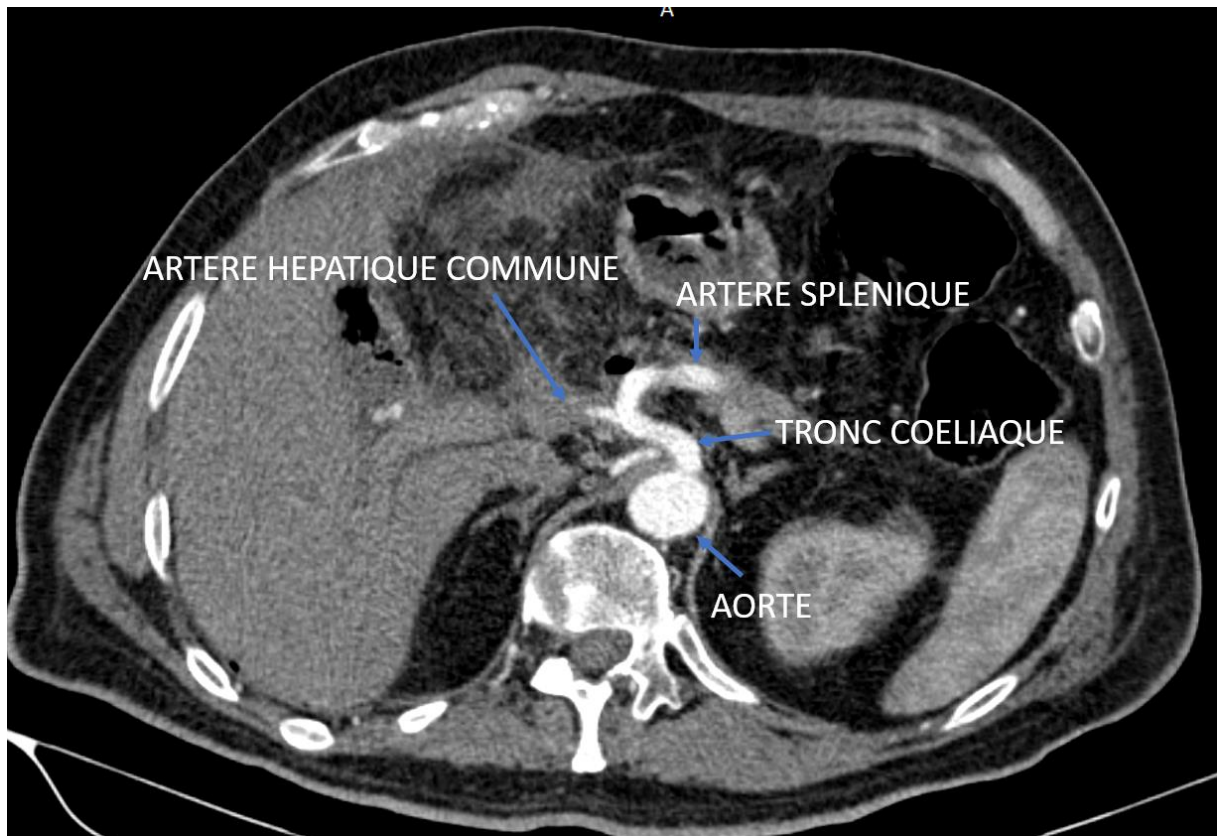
Thrombose vasculaire. TDM coupe axiale au temps artériel montrant un défaut d'opacification de l'artère hépatique commune et de ses branches de divisions (artère hépatique propre et artère gastro duodénale).
